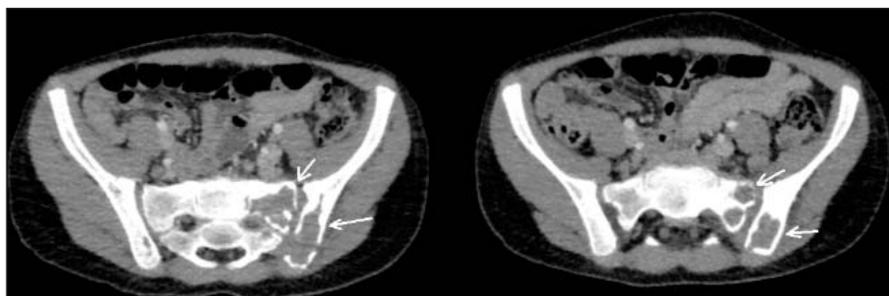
КТ костей таза с очагами деструкции в крестце, подвздошных костях (стрелки) при лимфоме Ходжкина у больного А., 9 лет (клиническое наблюдение №3)
